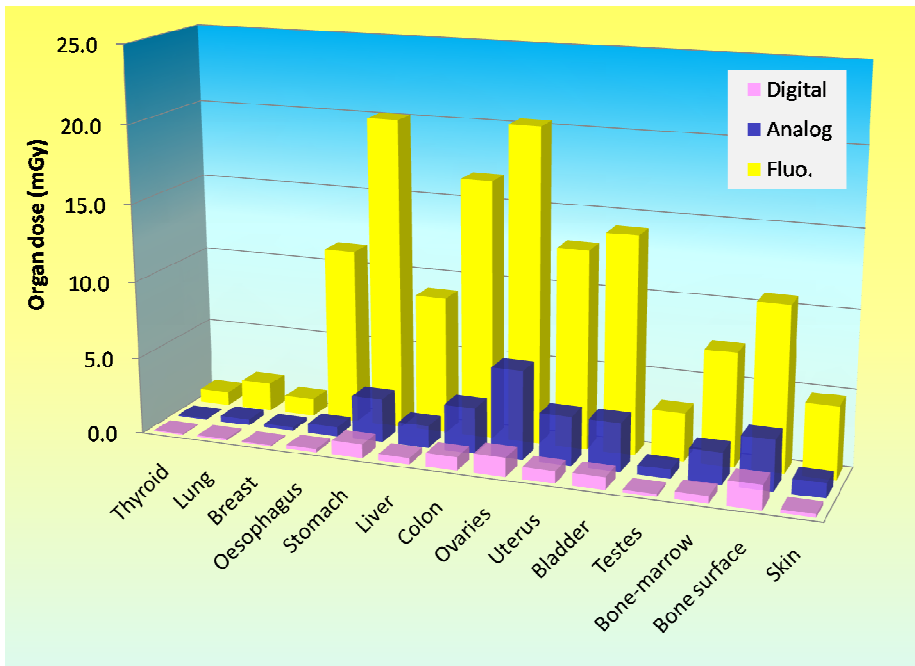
Organ doses in a barium enema examination obtained for fluoroscopy, and for digital and analog radiography.
